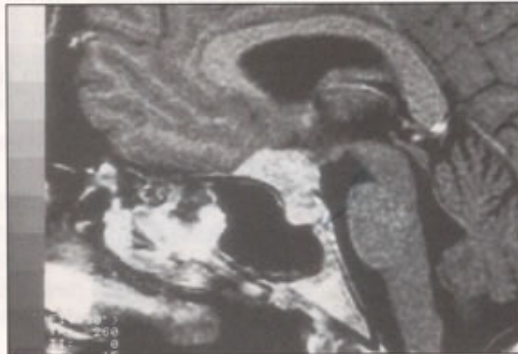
IRM T1 gadolinium. Méningiome du jugum.
